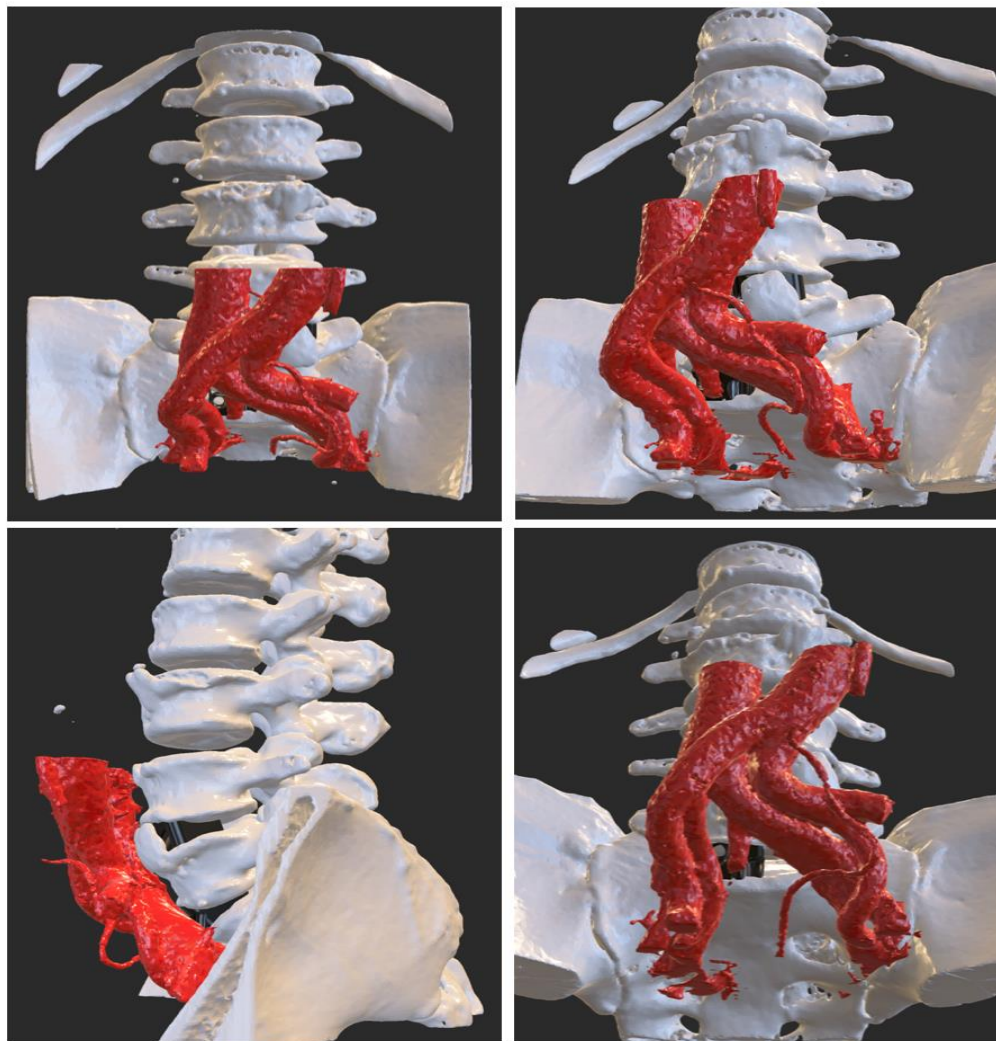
Компьютерная модель сегментированного пояснично-крестцового отдела позвоночника на основе КТ исследования (шаг 0,5 мм) с прилегающими сосудистыми образованиями и моделями индивидуальных межтеловых устройств
